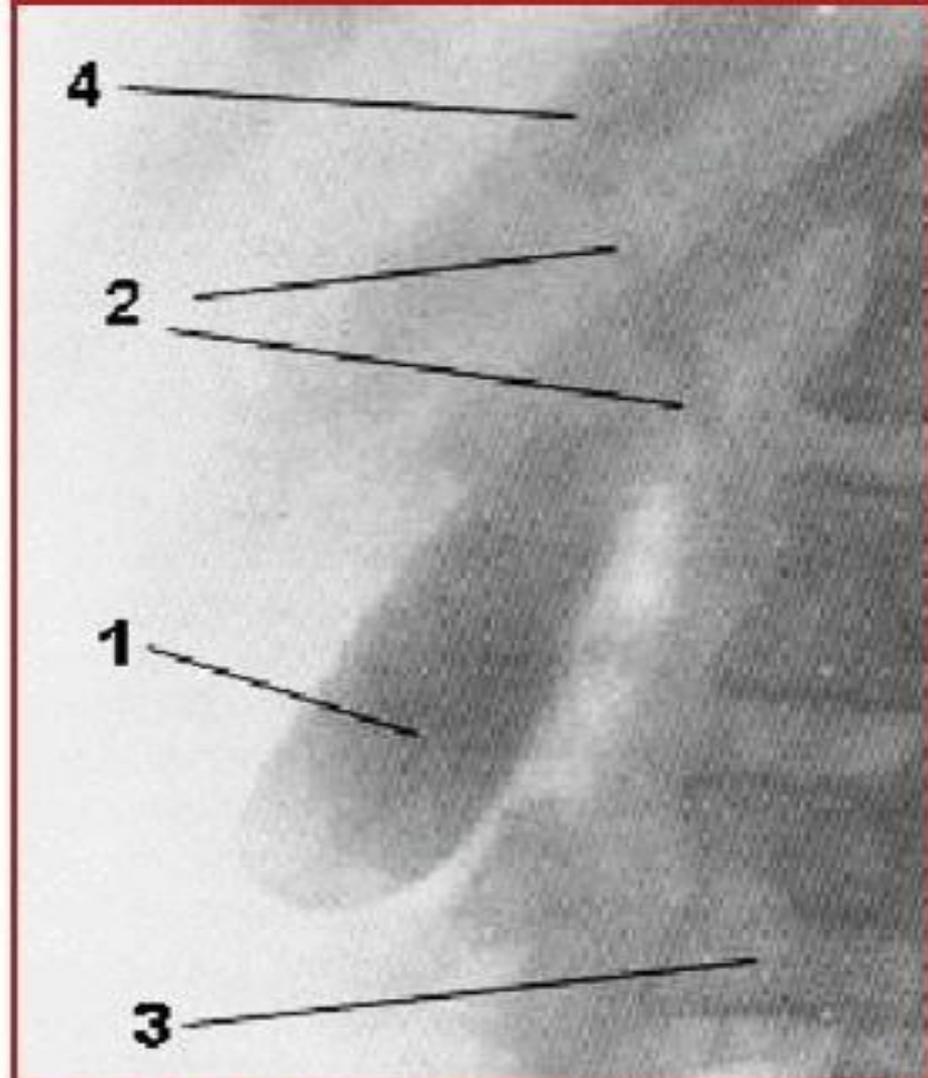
Рентгенограмма при внутривенной холецистохолангиографии: 1 — «тень» желчного пузыря; 2 — слабая «тень» общего желчного протока; 3 — позвоночник; 4 — ребра
